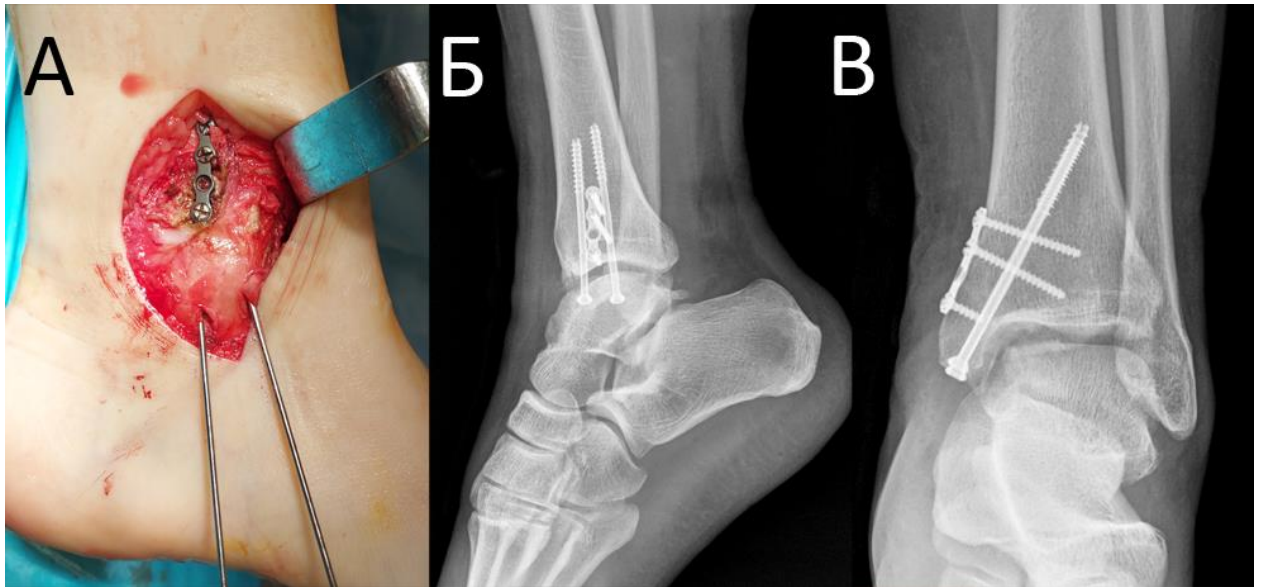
Пациентка Н., 32 лет. Фиксация медиальной лодыжки: А – вид в операционной ране; Б – рентгенограмма голеностопного сустава в боковой проекции; В – рентгенограмма голеностопного сустава в прямой проекции.
